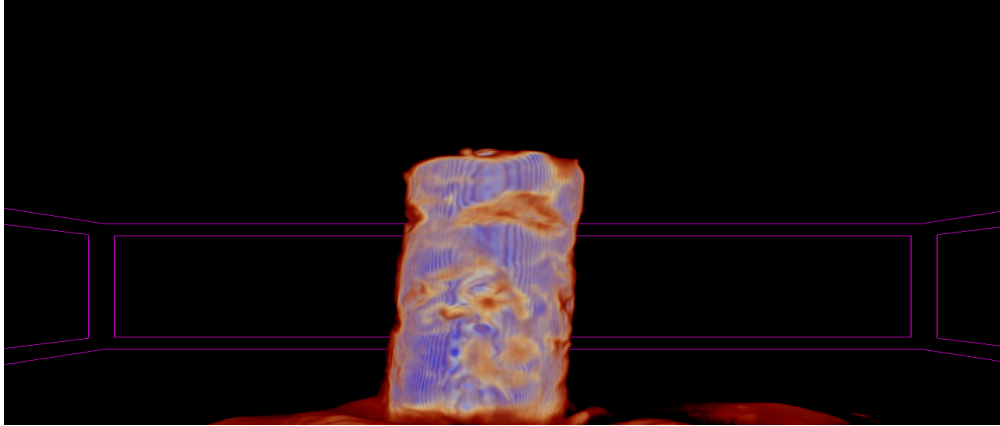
Mikro-BT taraması sonucu elde edilen ham verinin kesit görüntüsü
